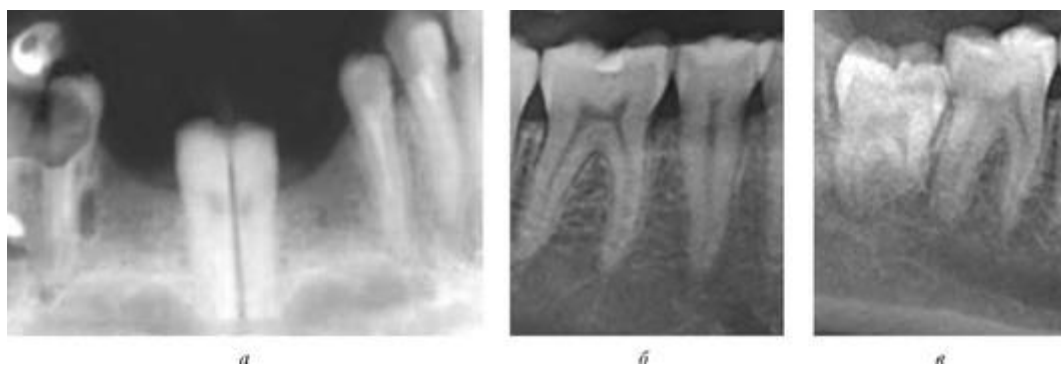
Прицельные рентгенограммы зубов нижней челюсти: *а* - рентгенограмма резцов; *б* - рентгенограмма премоляров; *в* - рентгенограмма моляров
